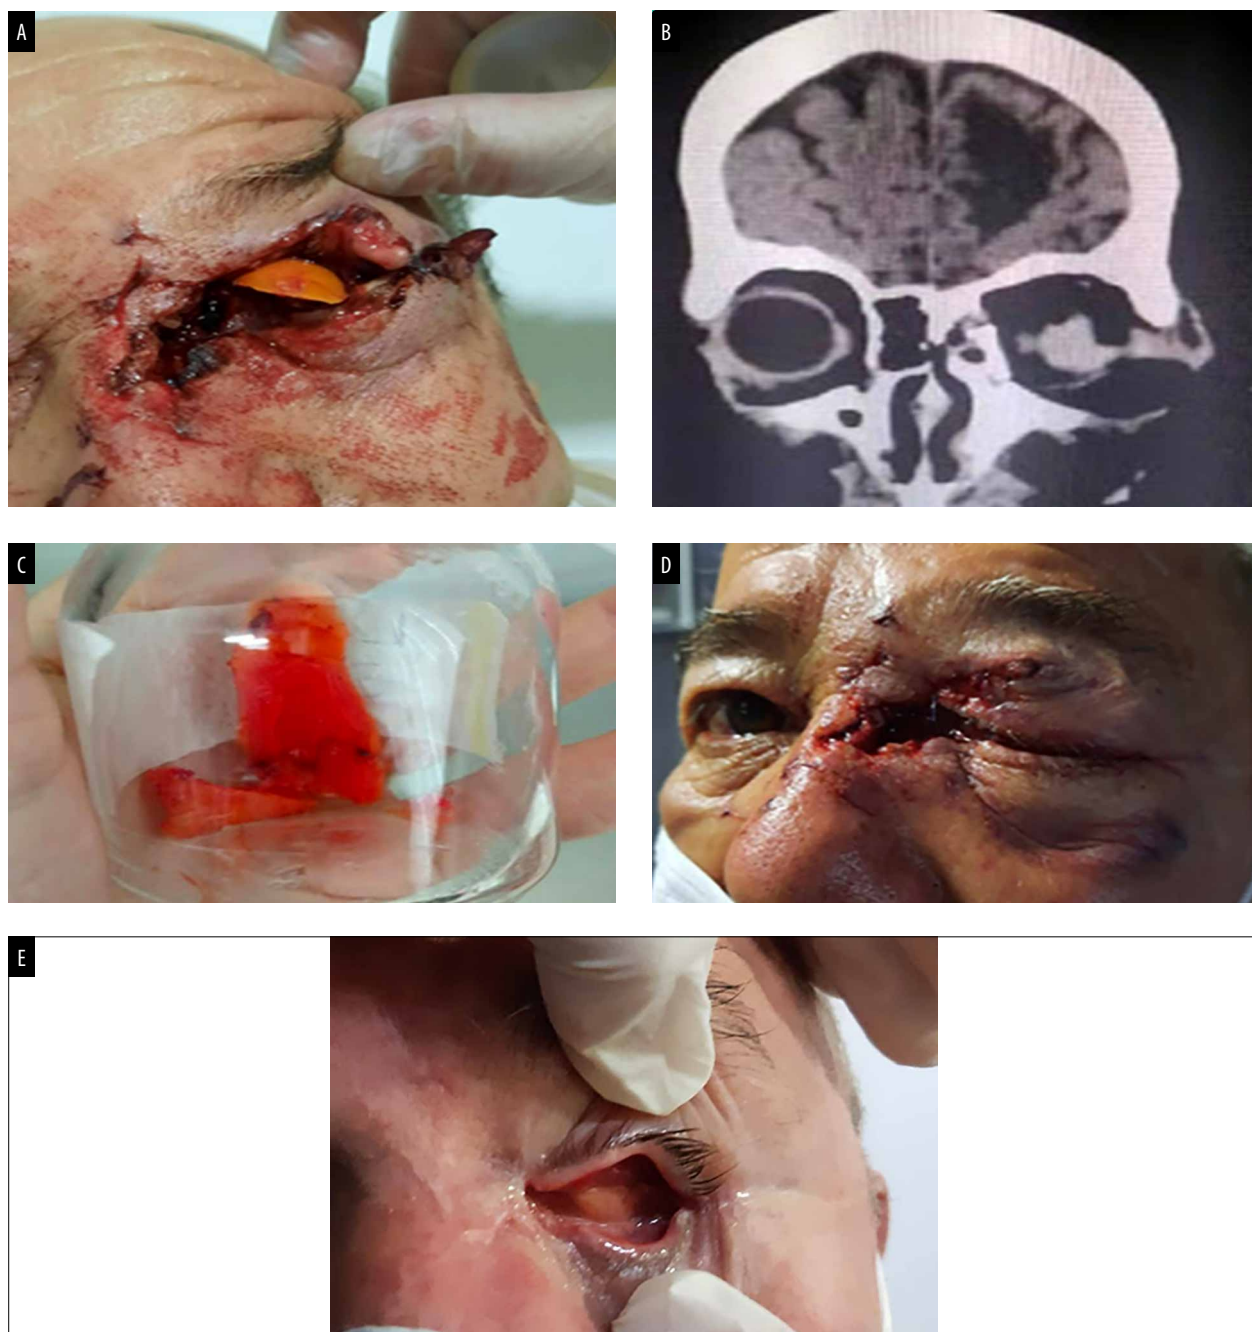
A) Paciente al ingreso. Nótese los CEIOrb múltiples. B) TC corte coronal muestra desorganización de estructuras oculares izquierdas, múltiples imágenes compatibles con CEIOrb, atrofia cerebral senil. C) Fragmentos plásticos extirpados. D) Postoperatorio 24 horas con herida en raíz nasal. E) Paciente 3 meses después: cavidad anoftálmica con buenos fondos de saco.
